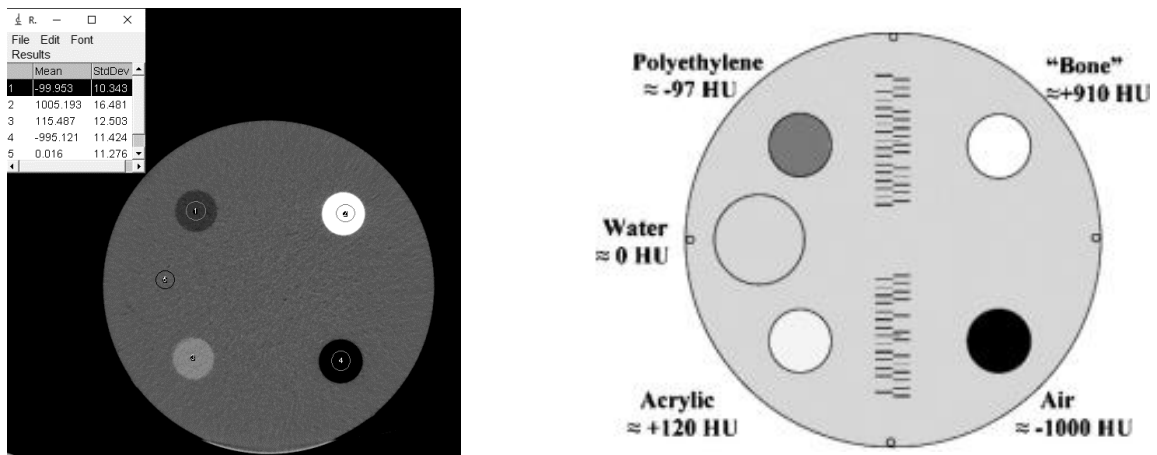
Блок АСР-фантома с вставками из разных материалов: а – аксиальный срез КТ-изображения при обработке в Image J; б – расположение вставок с разными материалами
